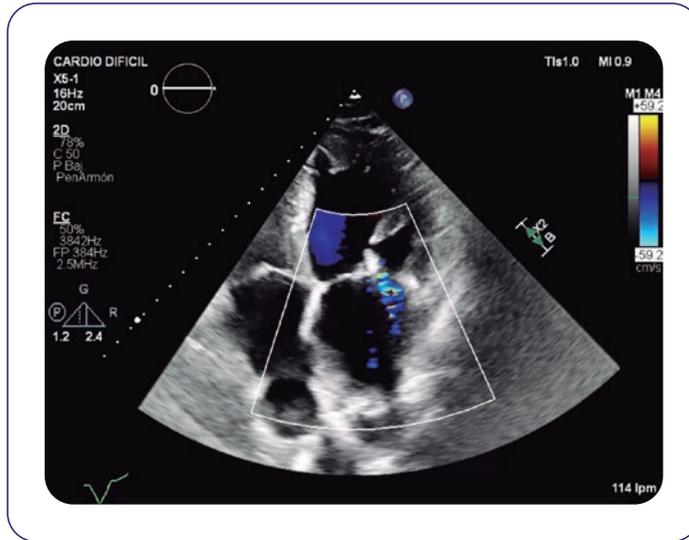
Proyección apical, plano de 4 cámaras, Doppler sobre válvula mitral tras el implante de MitraClip, que muestra una insuficiencia mitral residual leve.
